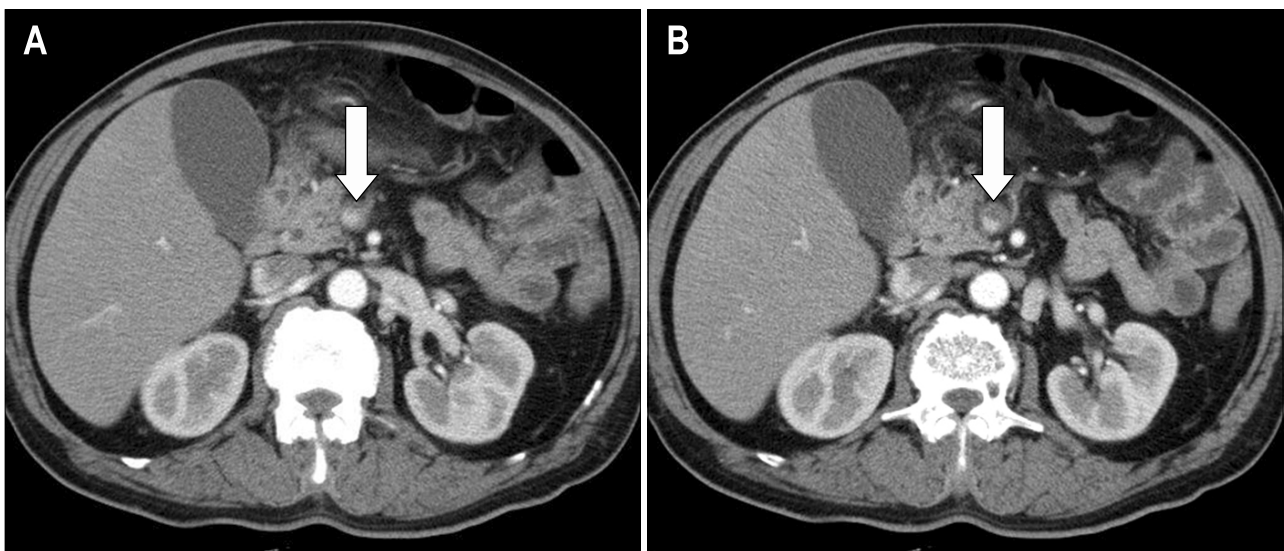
Contrast-enhanced abdominal CT findings. Intraluminal thrombus (arrow) was present in the dilated superior mesenteric vein. Bowel edema was not observed.
